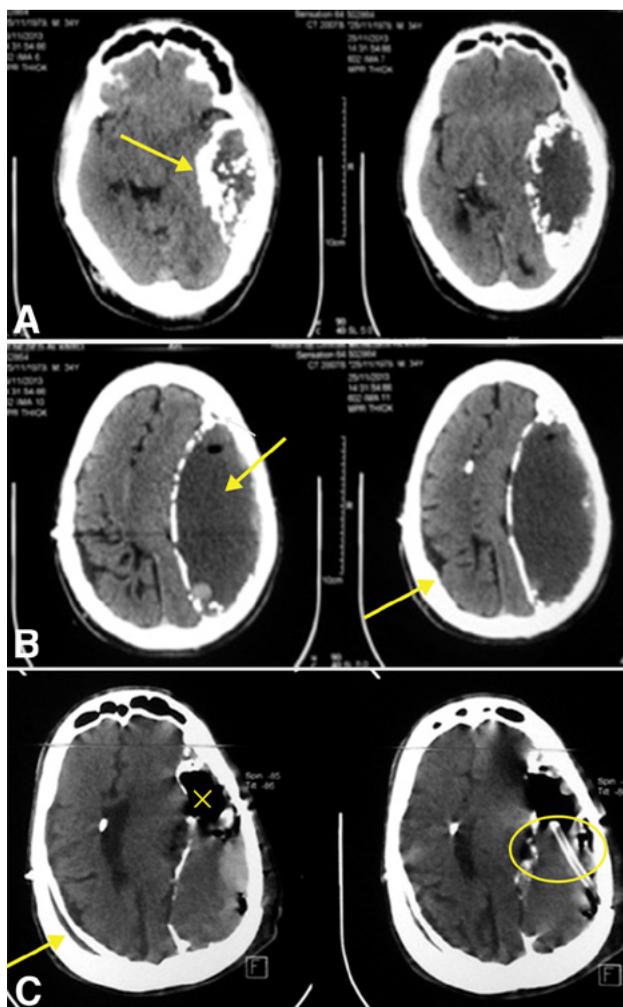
A) Imagen de TC de cráneo preoperatoria, se observa colección extraaxial hipodensa, rodeada de membrana interna y externa de densidad ósea. Flecha señala cápsula interna calcificada. B) Se observan cortes más altos de la misma imagen, flecha señala sector de hematoma crónico no calcificado. C) Flecha amarilla señala hematoma contralateral pequeño, de iguales características. A nivel frontal derecho se observa punta de catéter de derivación ya conocido. Imagen de TC de cráneo postoperatoria, óvalo muestra catéter de drenaje subdural. La cruz señala sector de pneumoencefalo. Se observa contenido iso denso en la cavidad de la colección evacuada.
